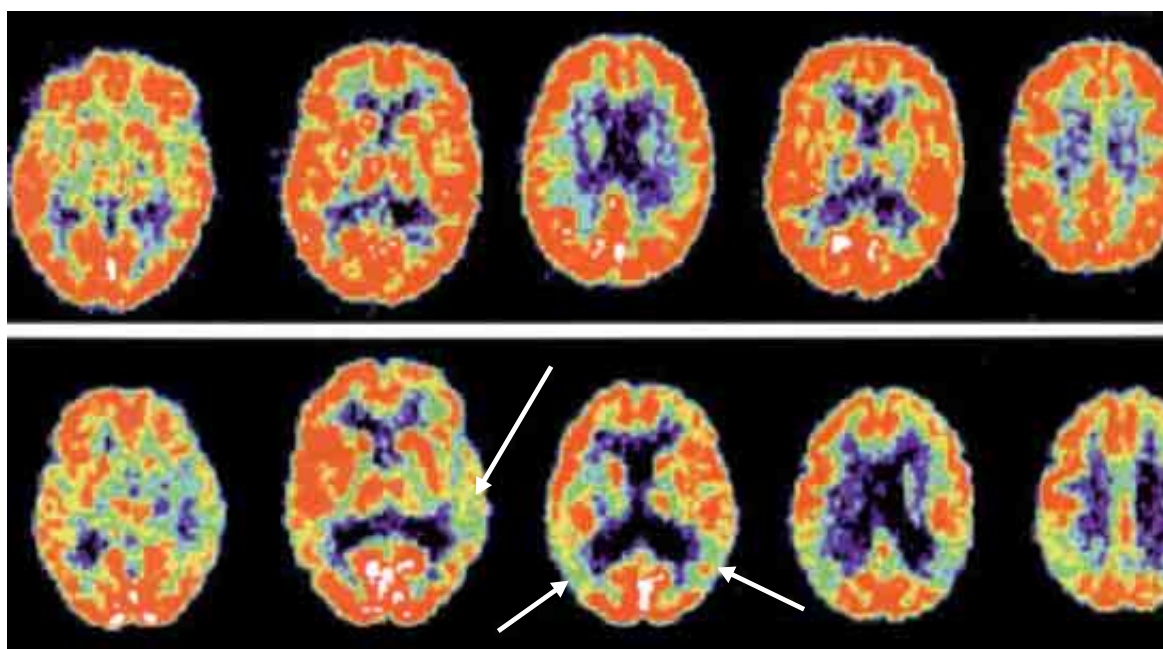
Estudios de metabolismo cerebral, tomografía por emisión de positrones (PET).
